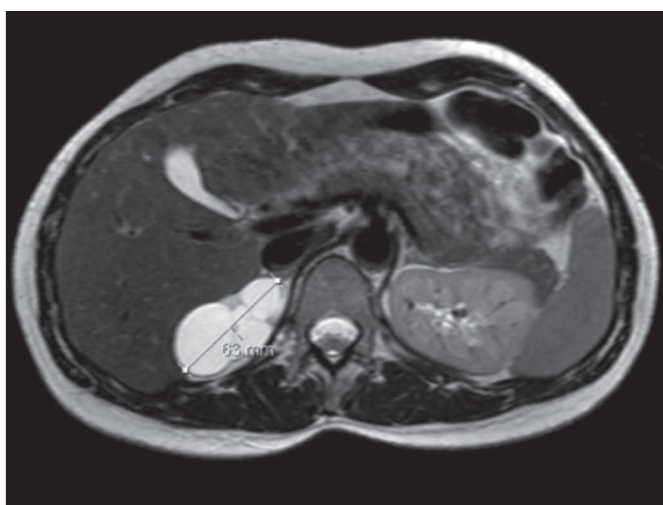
RM abdominal, corte transversal, ponderação T2, lesão hiperintensa ao contraste paramagnético.
